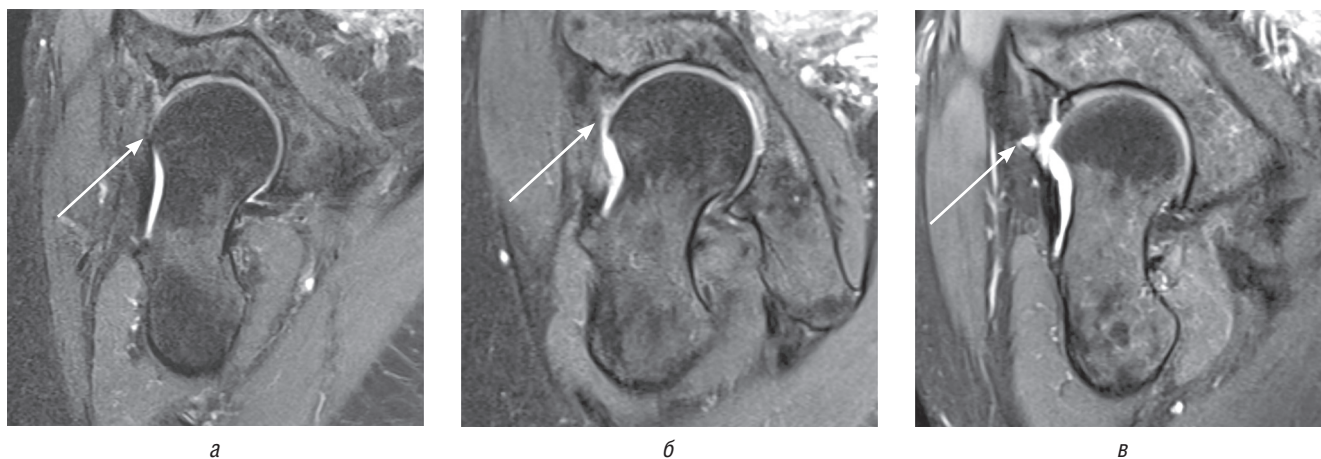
Примеры магнитно-резонансных томограмм: *а* — полное сращение капсулы тазобедренного сустава; *б* — частичное сращение капсулы тазобедренного сустава; *в* — дефект капсулы тазобедренного сустава
